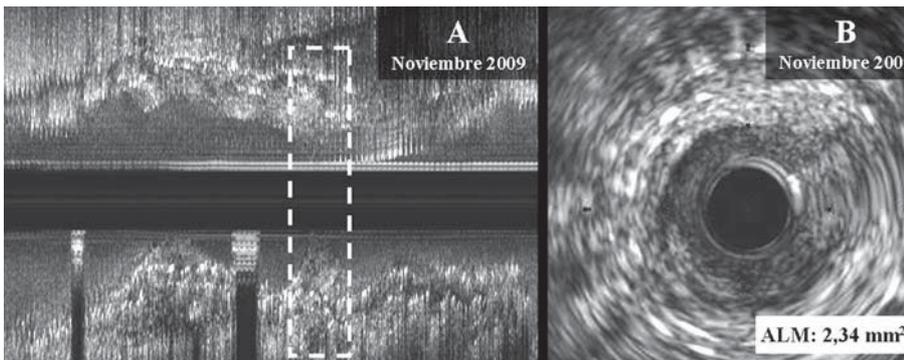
Estudio de ecografía intracoronaria. A: imagen longitudinal con zona de área luminal mínima (recuadro). B: área luminal mínima (ALM).
